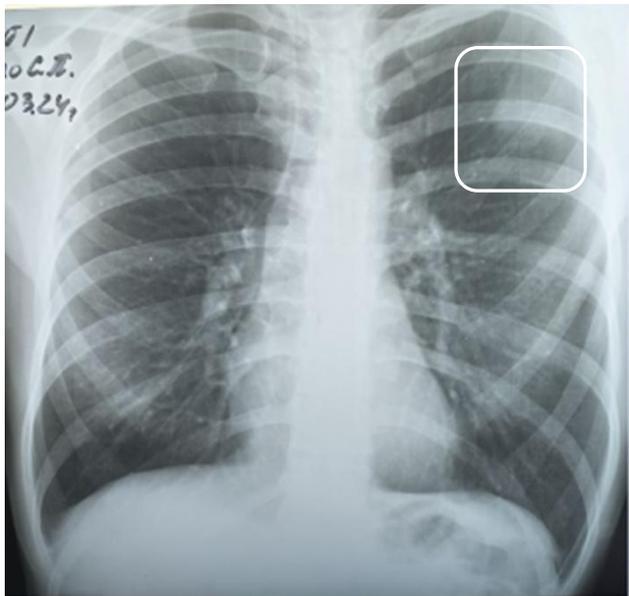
Обзорная рентгенограмма от 01.03.2024 г.
